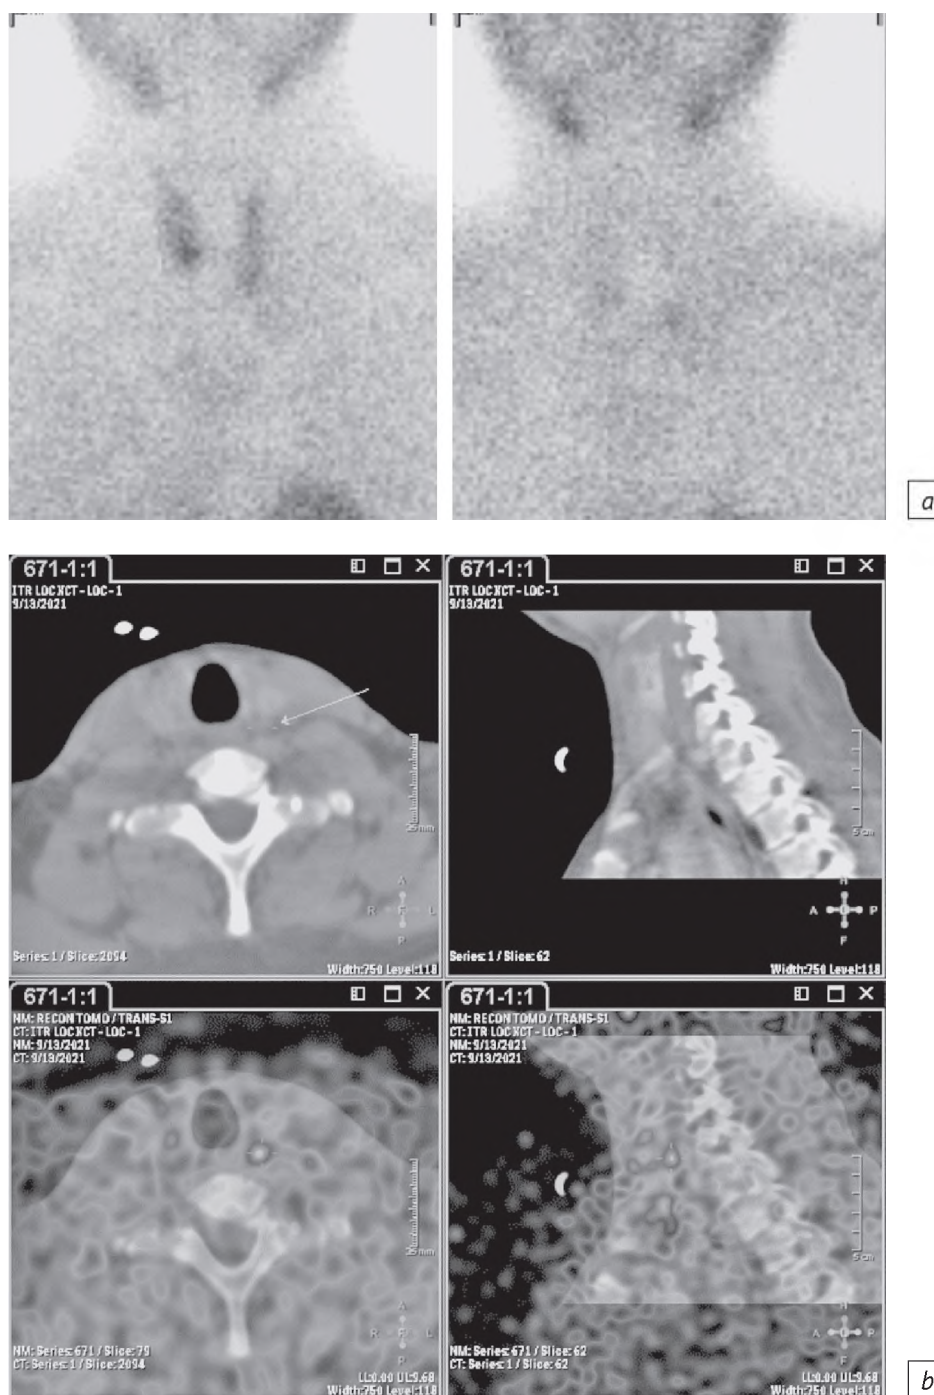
Результаты скintiграфии (а) и ОЭКТ/КТ (b–d) паращитовидной железы (ПЩЖ) пациента К., 30 лет. По данным планарного исследования – Grade 1–2. По данным ОЭКТ/КТ – очаги накопления радиофармпрепарата по задней поверхности левой доли щитовидной железы на уровне средней ее трети, книзу от нижнего полюса левой доли щитовидной железы, кзади от нижней трети правой доли щитовидной железы паратрахеально (признаки гиперплазии/аденомы левой верхней, левой нижней, правой нижней ПЩЖ). Правая верхняя ПЩЖ не визуализируется и может быть кандидатом для аутотрансплантации
